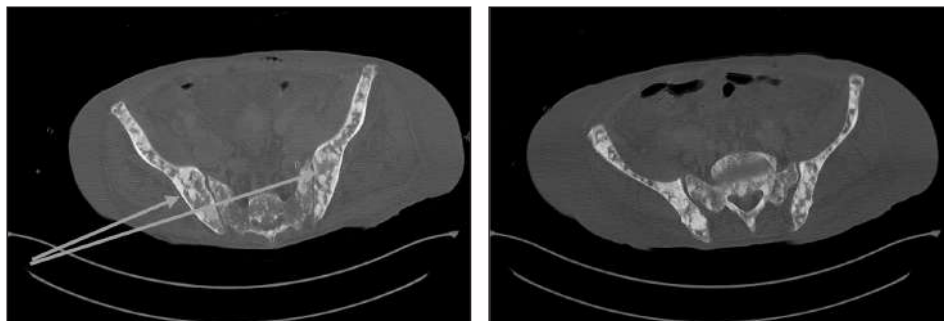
CT pelvis, fereastră osoasă, secțiune transversală: multiple determinări secundare osoase la nivelul oaselor iliace și al coloanei vertebrale
